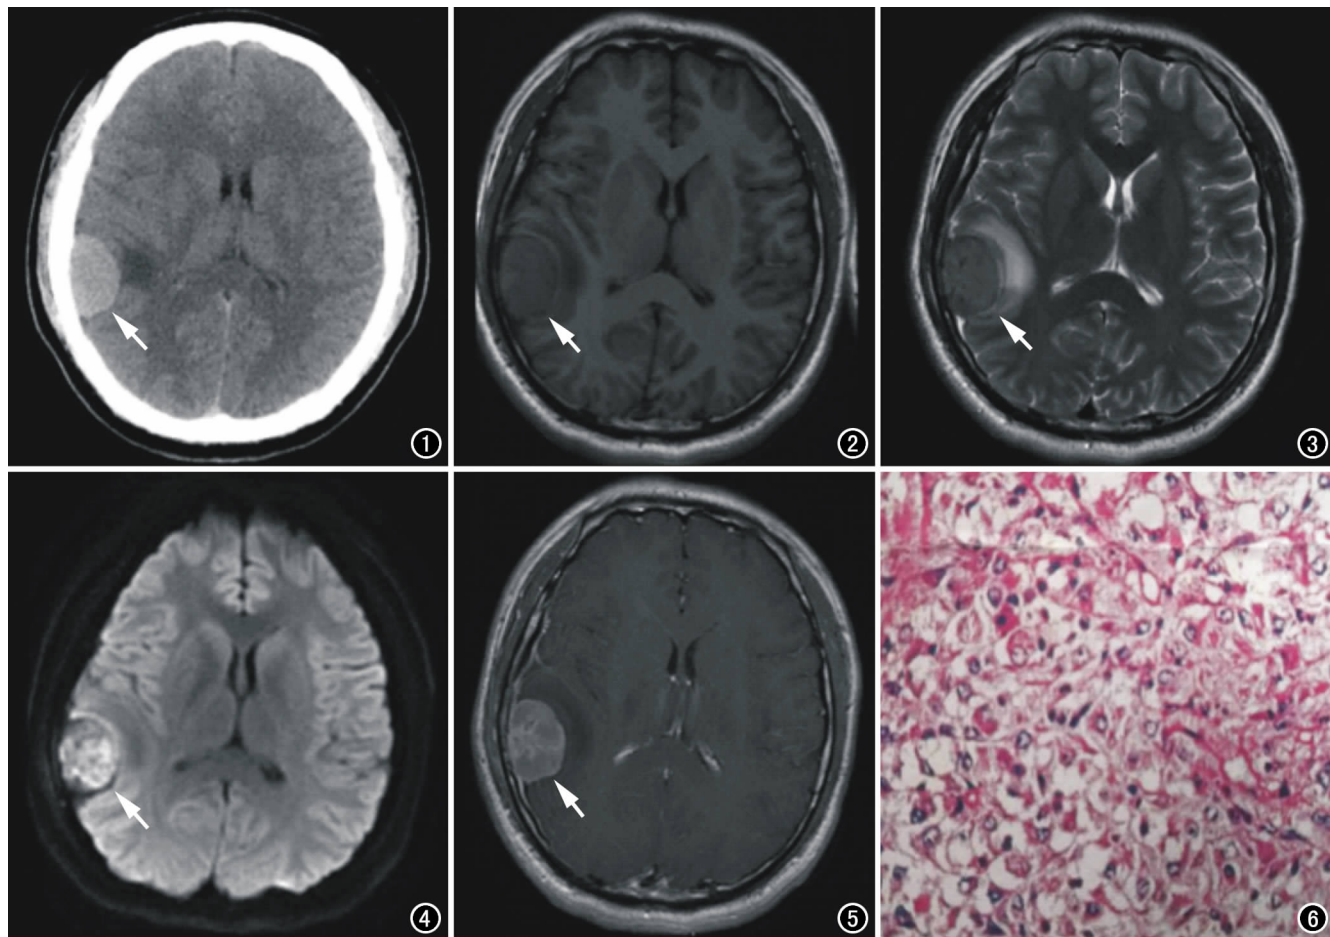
CT平扫示右颞部颅骨内板下类圆形病灶(箭),边界清晰,以宽基底与颅板相连,周围见片状水肿。
